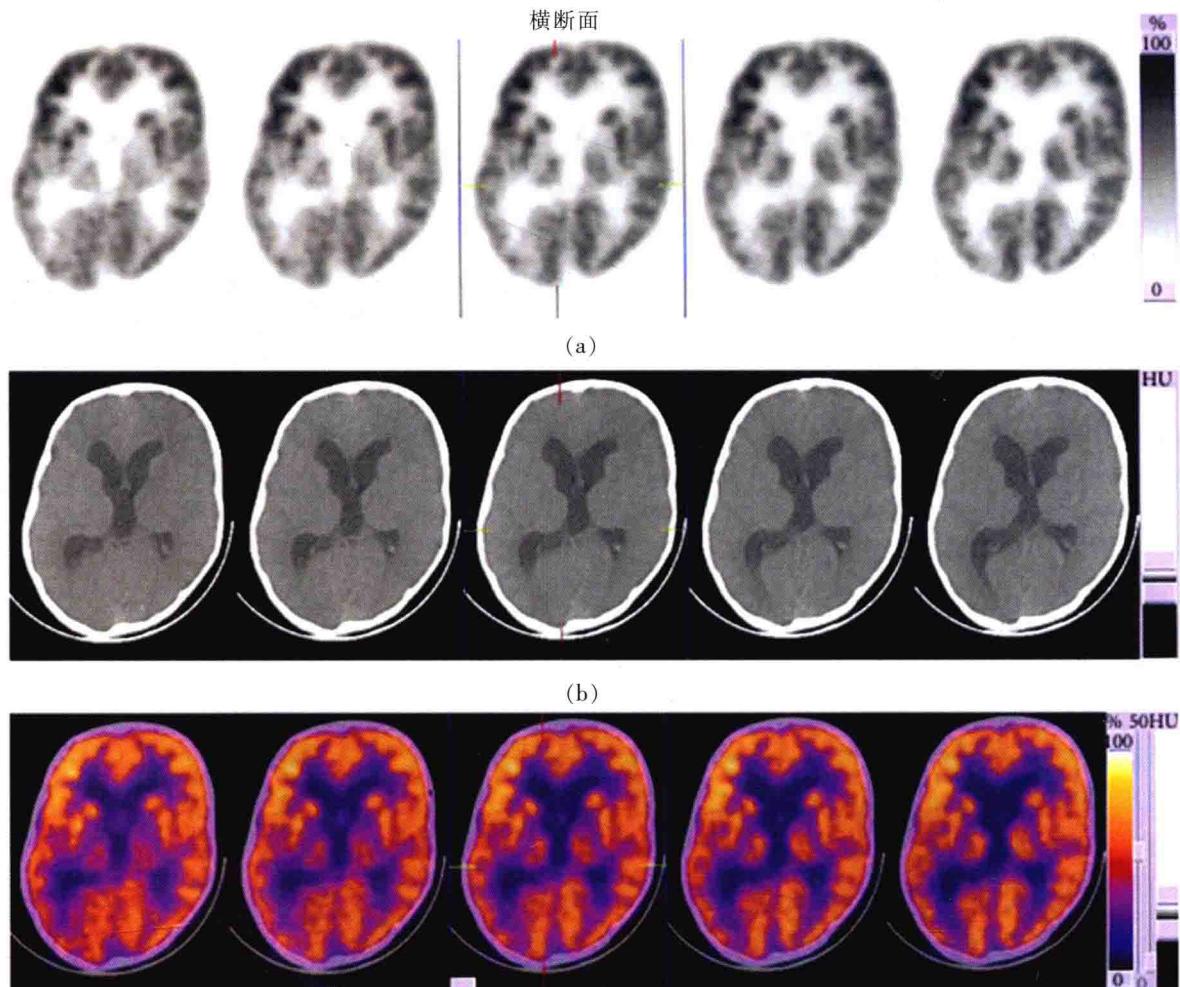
干细胞治疗后PET和CT扫描结果：第三脑室扩张减弱，额叶中的橘黄色区域增加^[10]。
